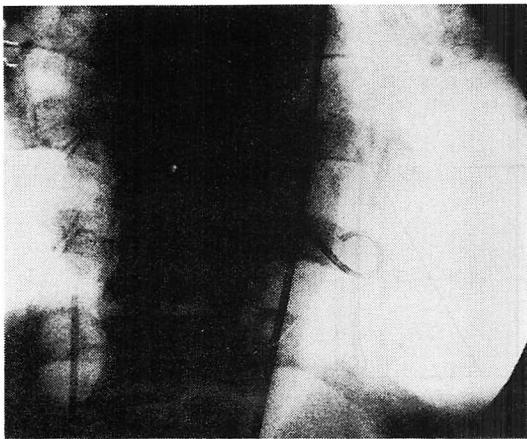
Radiograph of a patient using a volume catheter and a balloon occluder.
